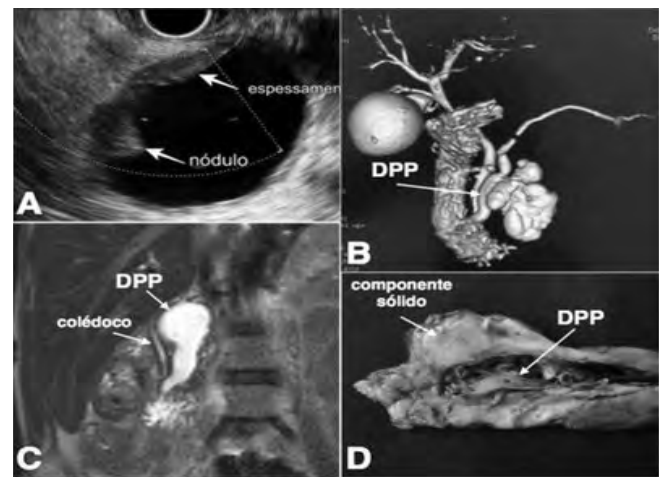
Casos de NPIM em exames endoscópicos e de imagem. A. EE em paciente com NPIM-DS em que se encontra nódulo na parede do cisto; B. RM mostrando NPIM-M (DPP com 7mm); C. RM mostrando NPIM-DP (DPP com 20mm); D. Peça cirúrgica de NPIM-DP mostrando componente sólido (adenocarcinoma invasivo). NPIM: neoplasia papilar intraductal mucinosa; EE: ecoendoscopia; NPIM-DS: neoplasia papilar intraductal mucinosa de ducto secundário; RM: ressonância magnética; NPIM-M: neoplasia papilar intraductal mucinosa mista; NPIM-DP: neoplasia papilar intraductal mucinosa de ducto principal; DPP: ducto pancreático principal.
